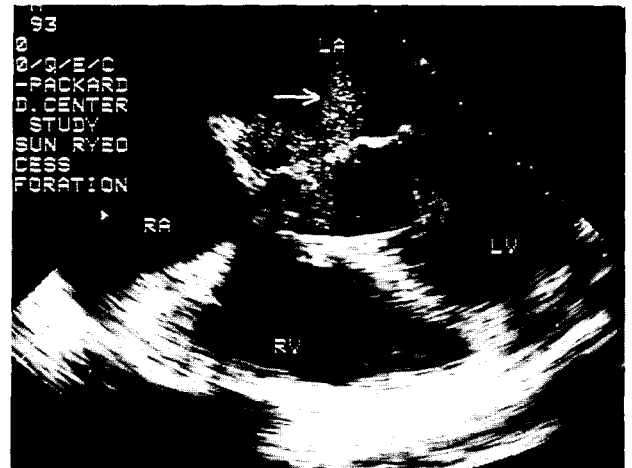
수술전 경식도 심초음파(Transesophageal echocardiography) 소견. 농양이 천공되어 좌심실과 좌심방 사이에 누공이 형성되어 있다.
